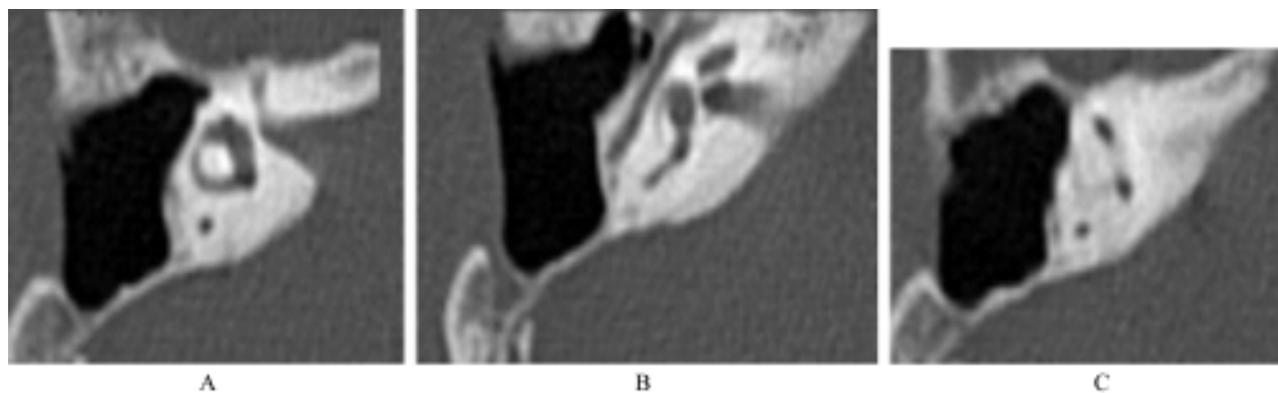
A, B, C. TAC posoperatorio de control donde se aprecia la cavidad quirúrgica no ocupada por tejido.
